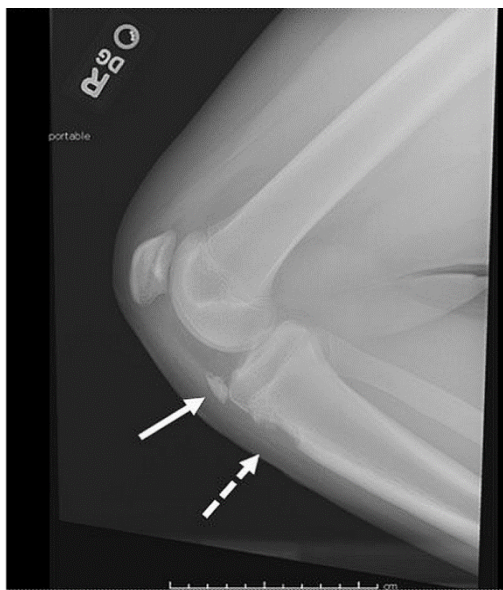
La radiografia laterale mostra un frammento osseo di 21x9 mm (freccia solida) retratto di circa 4,5 cm dalla tuberosità (freccia tratteggiata). [8]
